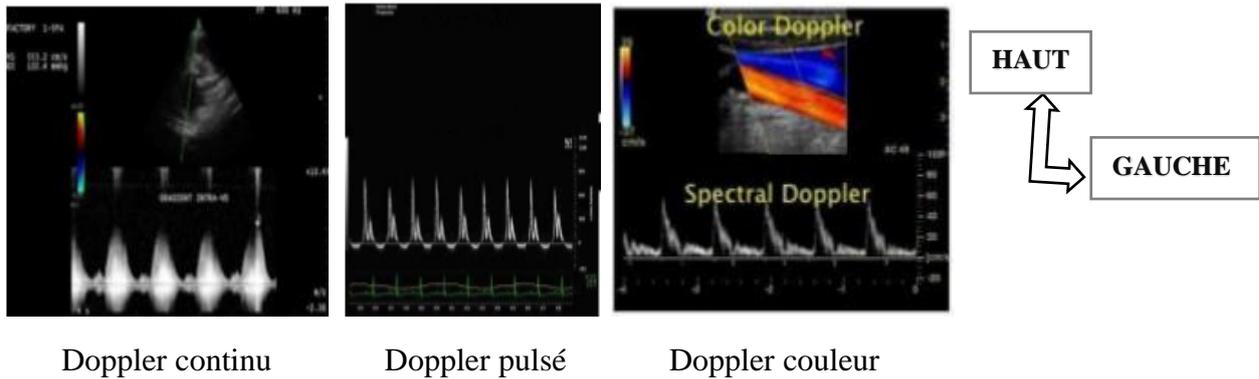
Mode doppler [17]
